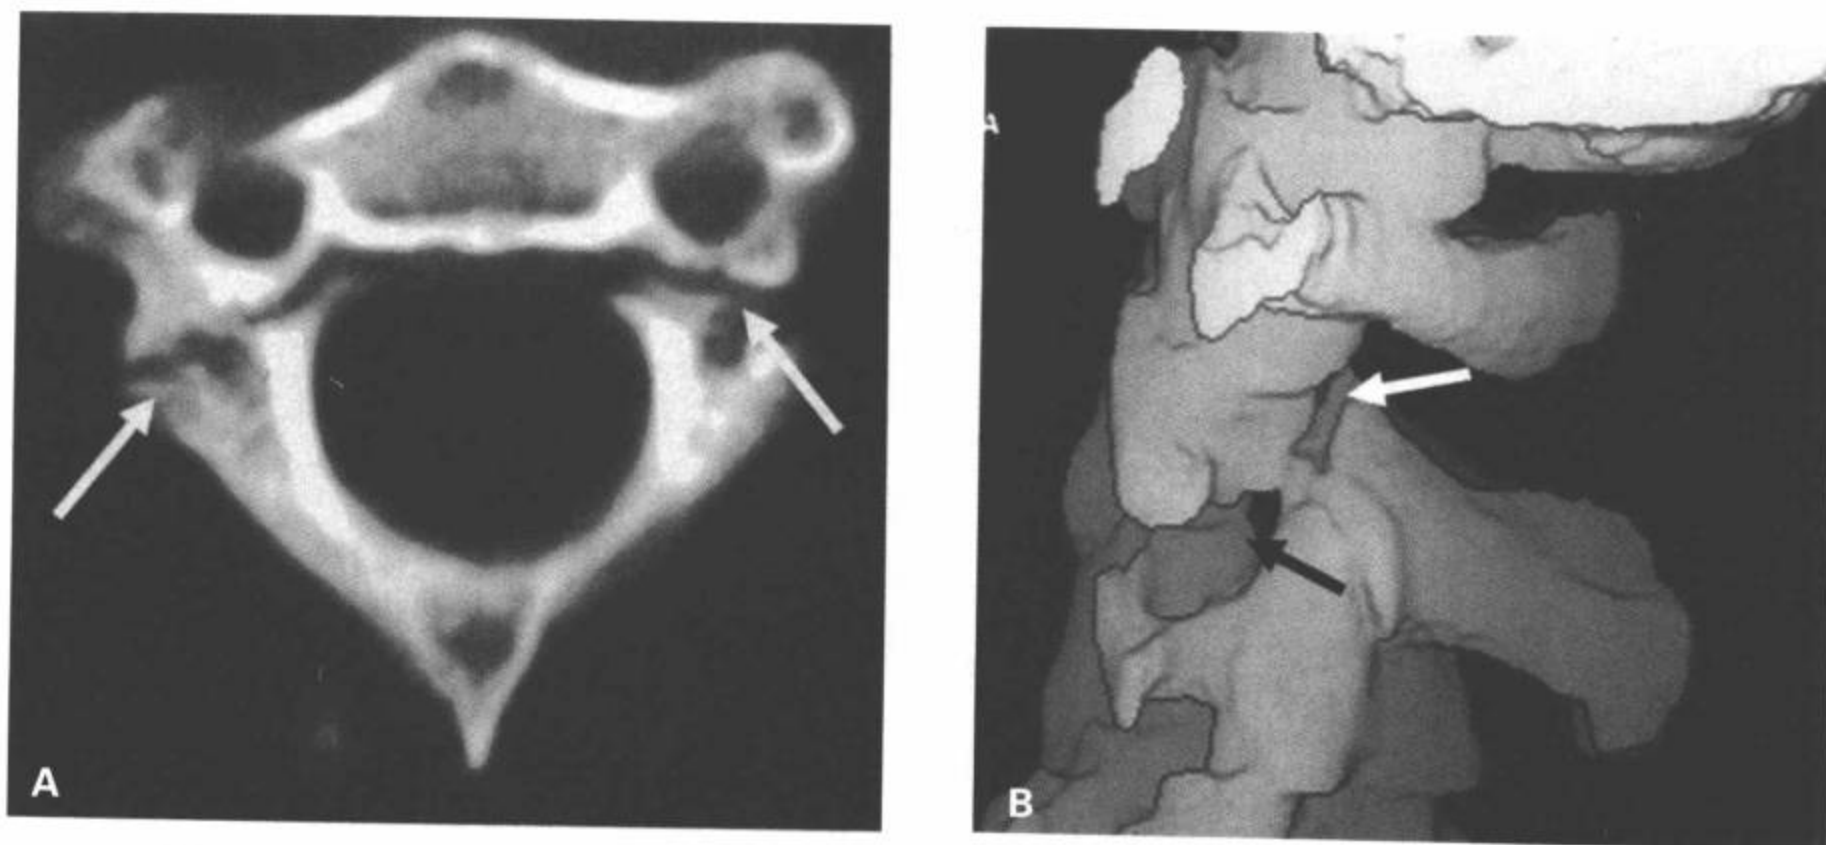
I 型悬吊骨折。A: CT 横断面图像显示 C2 双侧椎弓峡部骨折 (白箭), 骨折碎片无明显移位。(B) CT 3D 重组表面再现侧面观图像显示, 无移位的隐约骨折线通过枢椎椎弓峡部 (白箭), 但 C2/C3 椎间盘间隙正常 (黑箭)。
